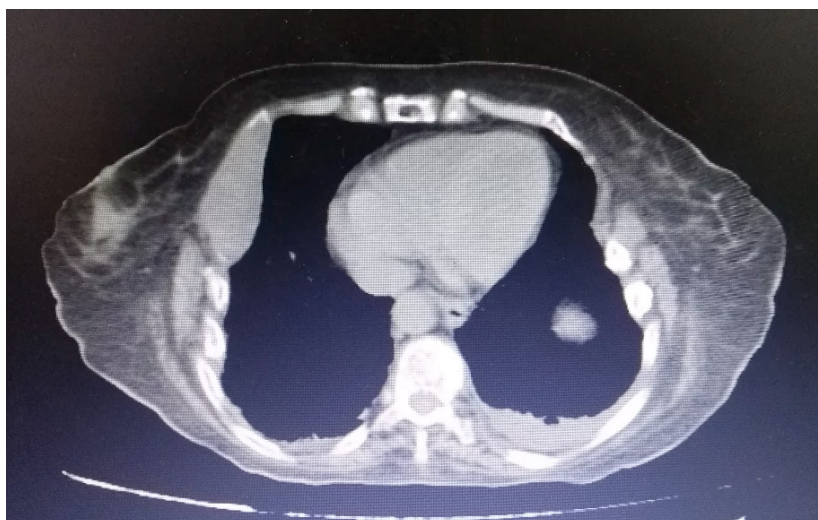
Tomografía de tórax, muestra lesión expansiva en costilla izquierda.
